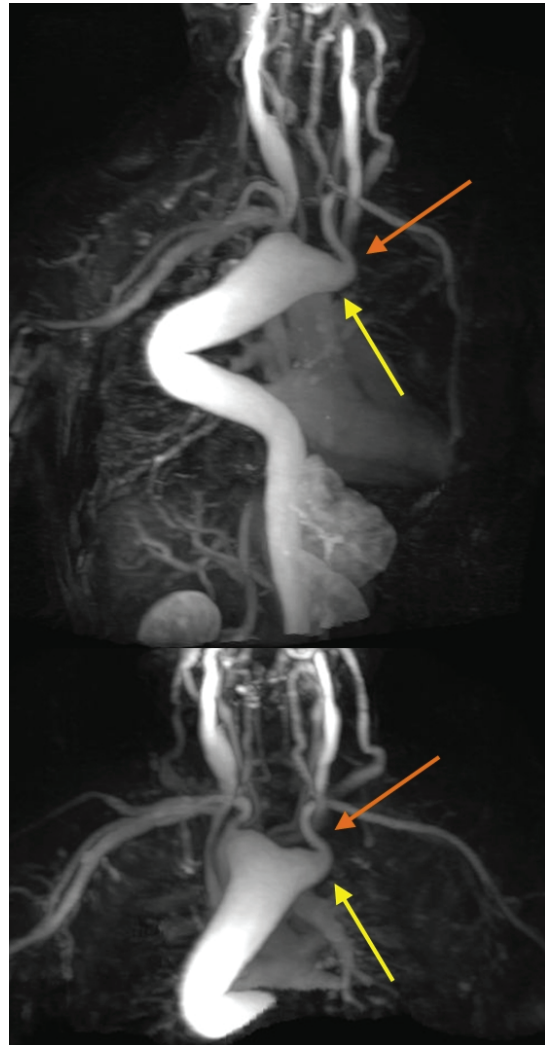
Angioresonancia magnética con reconstrucciones en 3D de la aorta torácica evidenciando arco a la derecha y arteria subclavia izquierda aberrante (flecha roja) con origen en divertículo de Kommerell (flecha amarilla).
